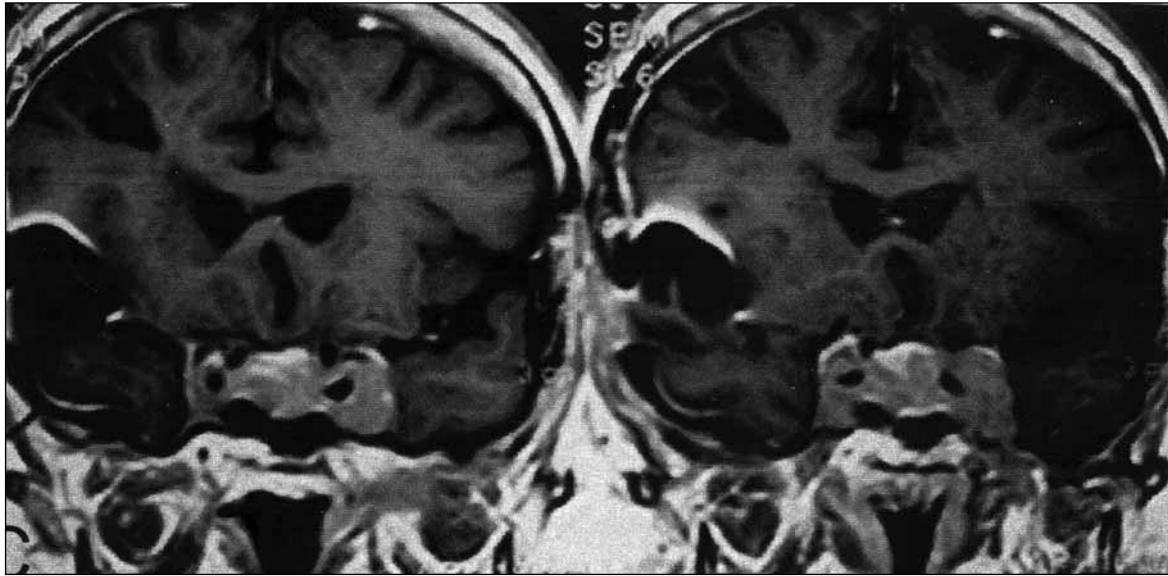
Ameliyat öncesi hipofiz MRG de : sol kavernöz sinüsü infiltrate eden sellar-suprasellar invazif tip hipofiz makroadenomunu, sağda orta serebral arter bifurkasyonunda anevrizmatik görünüm.
